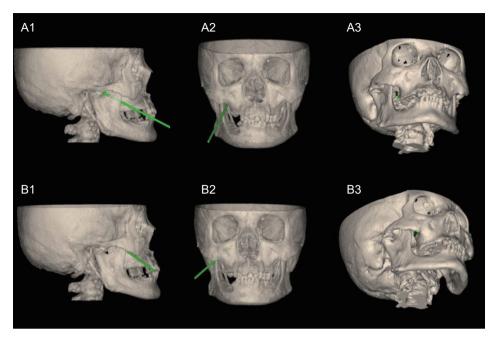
术前颅底 CT 3D 重建模拟穿刺教学实践 (A1-A3) 经皮卵圆孔穿刺 3D 模拟; (B1-B3) 经皮圆孔穿刺 3D 模拟。模拟穿刺针均用绿色突出显示,模拟针道经过的骨质结构采用局部虚化处理。
